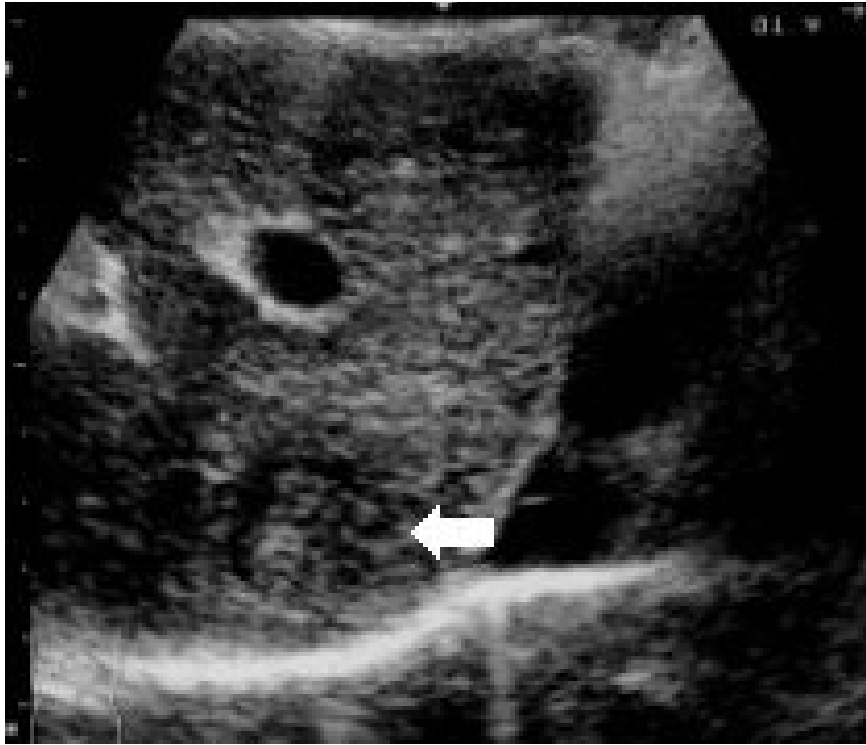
Image of liver obtained by ultrasound equipment [2-10]
